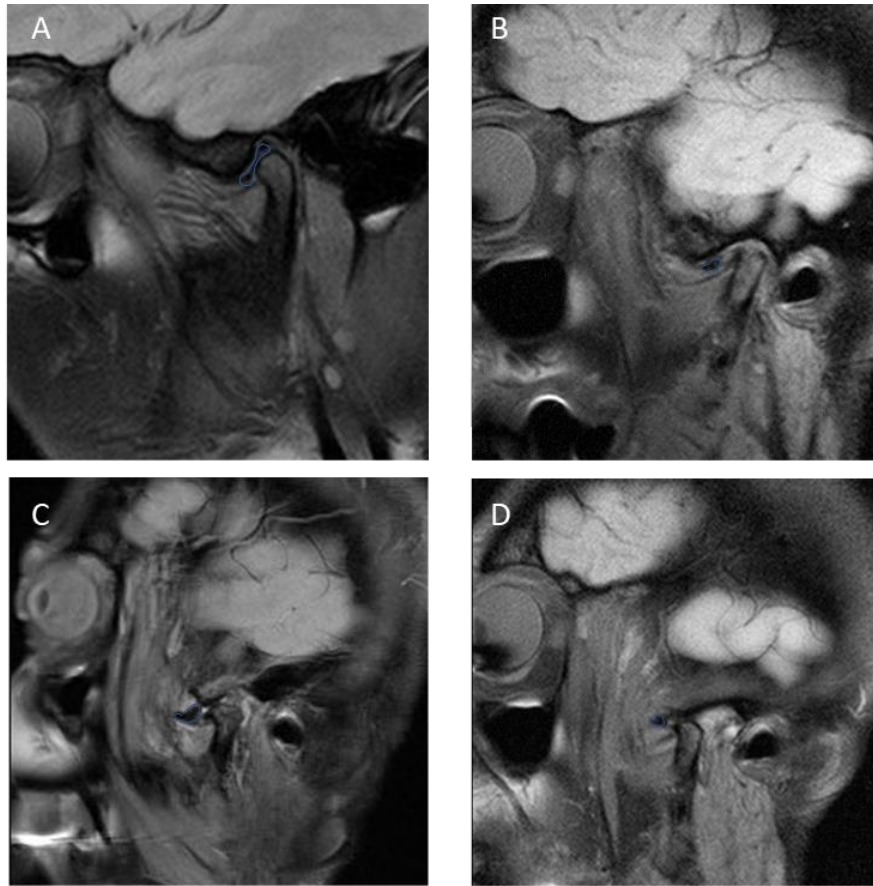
Deformidades del disco articular (Cortes sagitales en la RM de la ATM). A. En la imagen en posición de boca cerrada, se observa disco con morfología normal. B. En posición de boca cerrada, se observa disco con morfología biconvexa y desplazado anteriormente. C. En posición de boca abierta, se observa disco con morfología en “C” y desplazado. D. En posición de boca abierta, se observa disco con morfología redondeada y desplazado.
